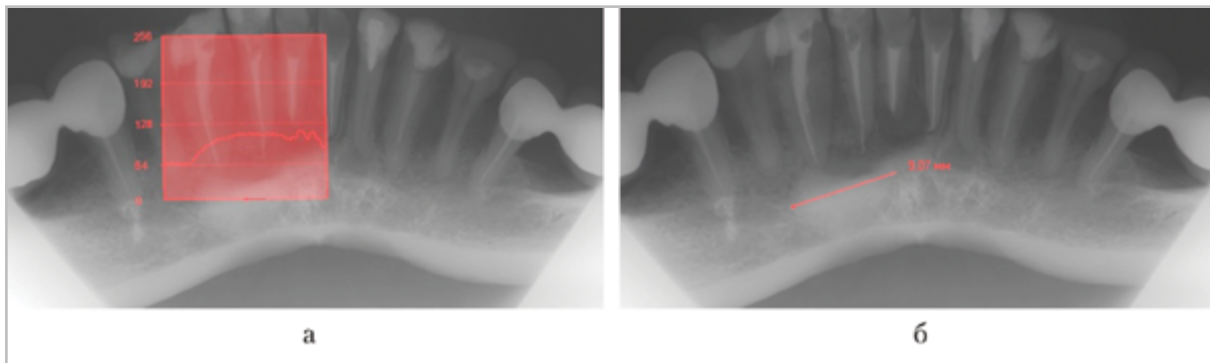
Панорамные микрофокусные рентгенограммы нижней челюсти пациента Ц, через сутки после цистэктомии с использованием КПМ Calcigen Oral в смеси с ДКТ: *а* — построение гистограммы на уровне костного дефекта с КПМ; *б* — определение размера костного дефекта с КПМ на нижней челюсти на уровне зубов 4.2, 4.3
